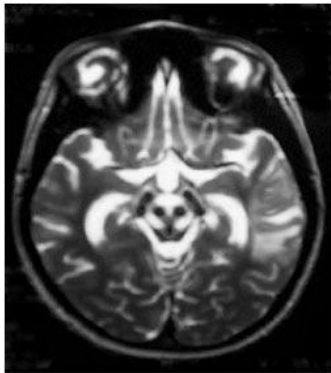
Ознака «обличчя гігантської панди» на знімку T2МРТ головного мозку. Дивіться на середній мозок (прямо по центру): чорні очі та ніс, чорні вушка з боків голови (11)
